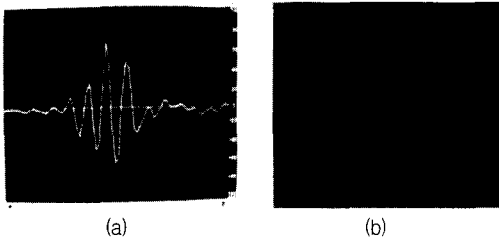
Ultrasonic pulse echo signal reflected from (a) the normal test bone surface and (b) the fractured area of the bone. (horizontal axis is time with $0.15 \mu\text{s}/\text{div}$, vertical axis represents relative amplitudes)
